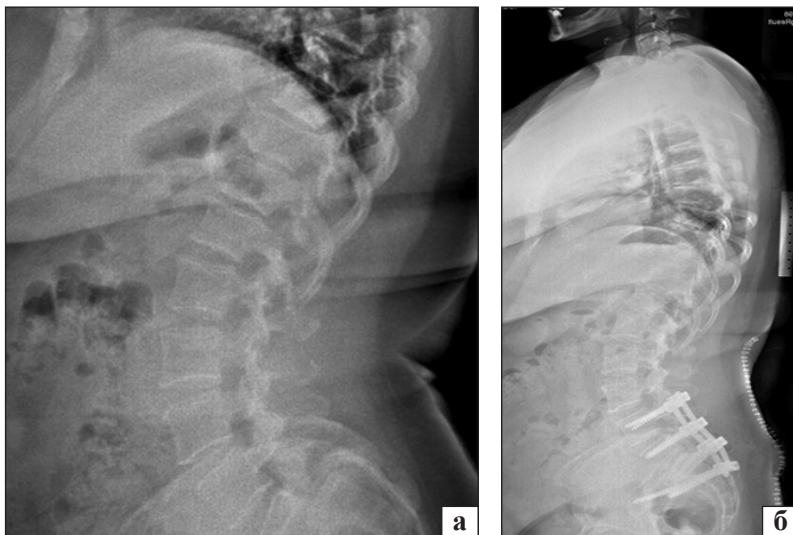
Рентгенограми пацієнтки віком 55 років зі спондилолістезом IV ступеня за Meyerding у бічній проекції до (а) та після хірургічного втручання (б) з використанням інтраопераційної тракції. Протяжність спондилодезу L_{IV} – таз
